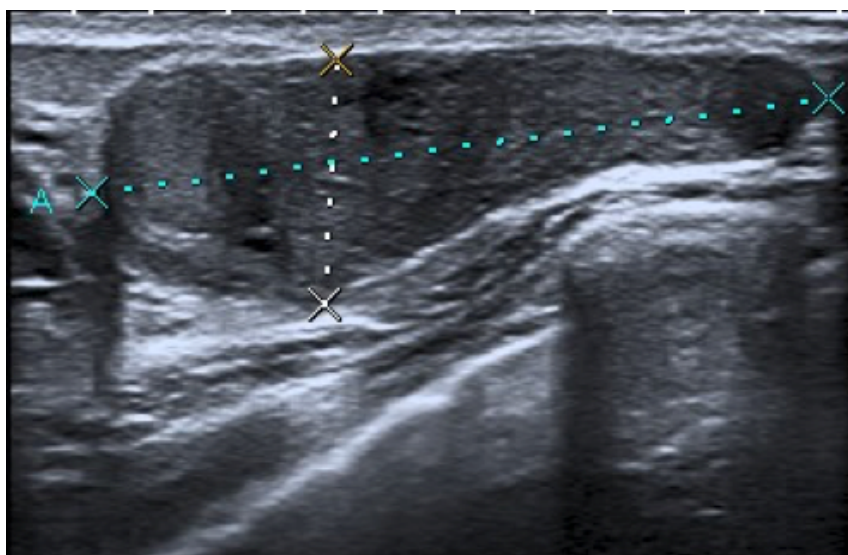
Ecografía del FA en mama izquierda hace 2 meses.
